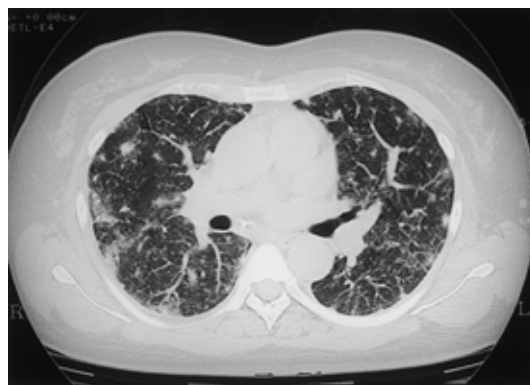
Chest CT scan revealed ground-glass opacities and reticulonodular opacities in peripheral dominant.
